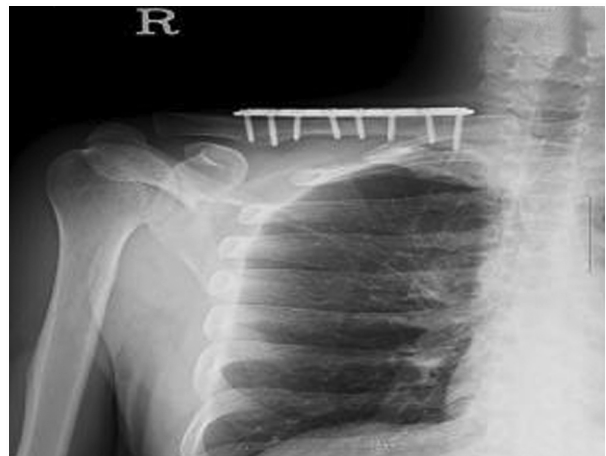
The radiograph taken 5 months after surgery shows well maintained bony alignment.
